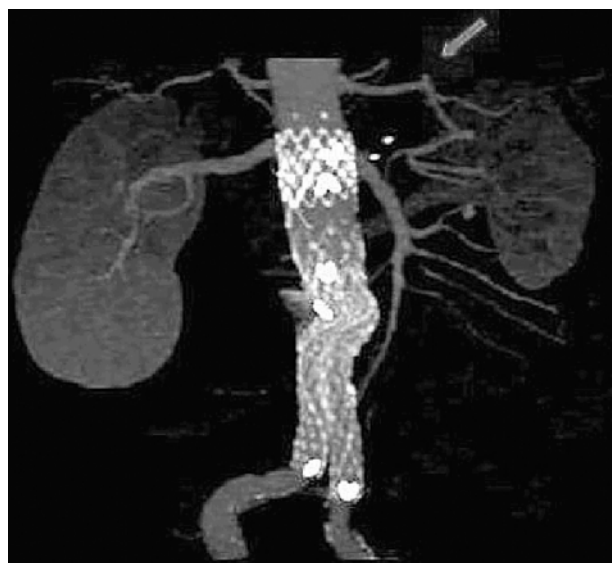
Caso 1: angiotomografia com reconstrução espleno-renal à esquerda (seta).
